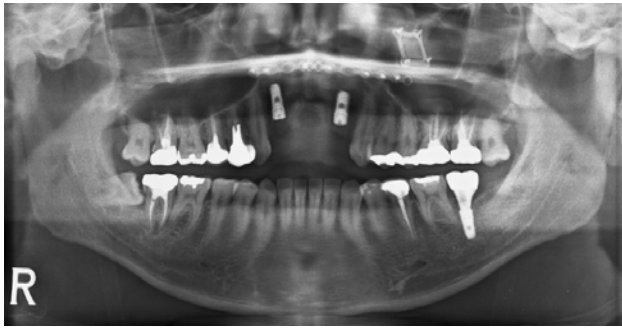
Panorama x-ray after extraction and immediate implant installation.
